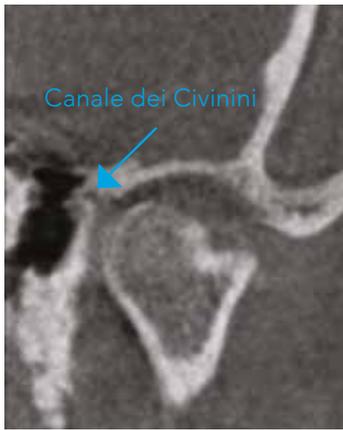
TAC ATM dove si evidenzia il Canale di Civinini che mette in comunicazione l'articolazione temporo-mandibolare con la cavità timpanica
